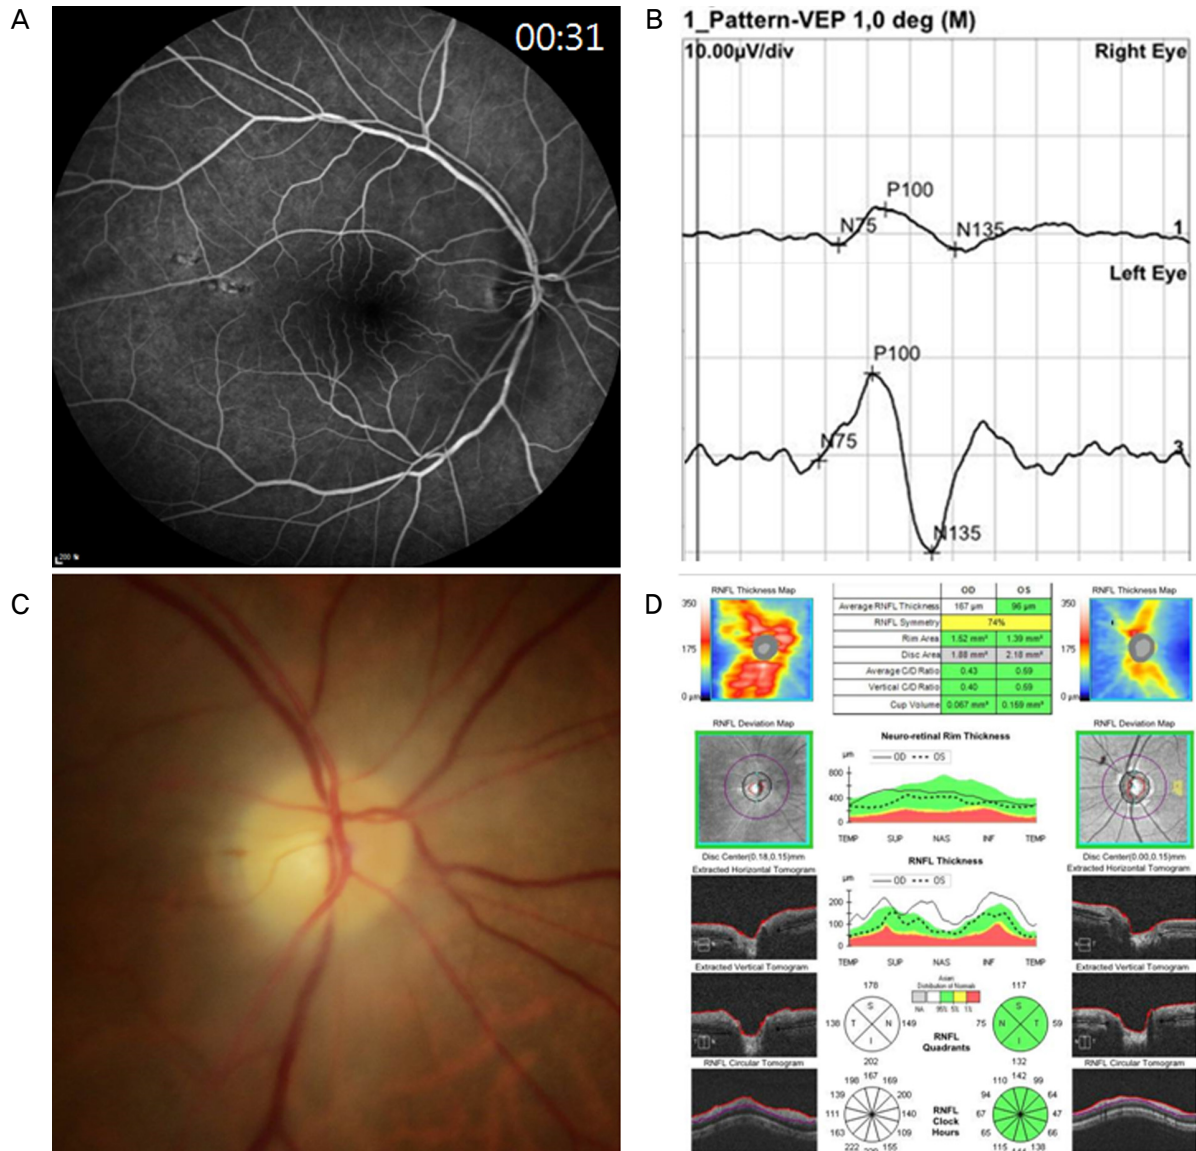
The ophthalmic examinations about 2 weeks after onset of visual field loss. (A) Fluorescein angiography shows a delayed filling of the temporal side of the optic disc and inferotemporal peripapillary choroid. (B) Visual evoked potential shows the decreased P100 amplitude and slightly delayed P100 latency of the right eye compared with those of the left eye. An intense optic disc swelling and splinter hemorrhage on temporal side of optic disc are noted in fundus photograph (C) and optical coherence tomography (D) in the right eye. VEP = visual evoked potential; OD = oculus dexter; OS = oculus sinister; TEMP = temporal; SUP = superior; NAS = nasal; INF = inferior; RNFL = retinal nerve fiber layer; S = superior; N = nasal; I = inferior; T = temporal.
